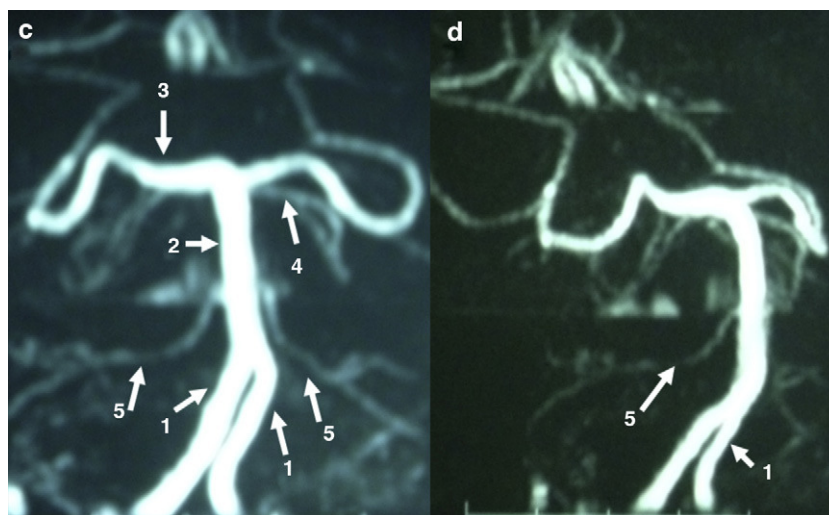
Imágenes de angio-RM en la fosa posterior (véase descripción en el texto).
